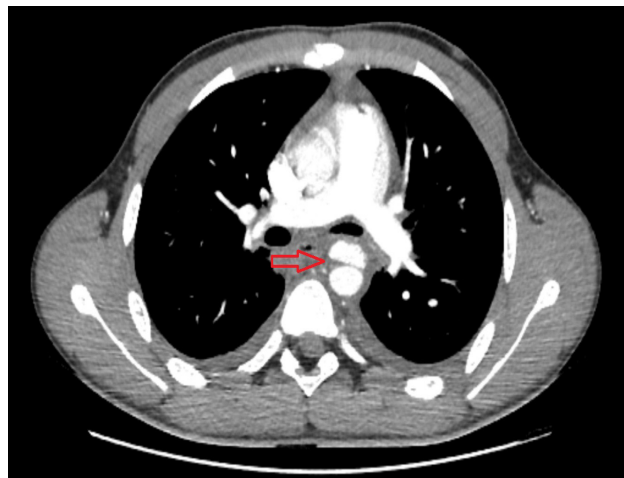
Мультиспиральная компьютерная томограмма при поступлении (аксиальный срез). Стрелкой указано расслоение аорты
